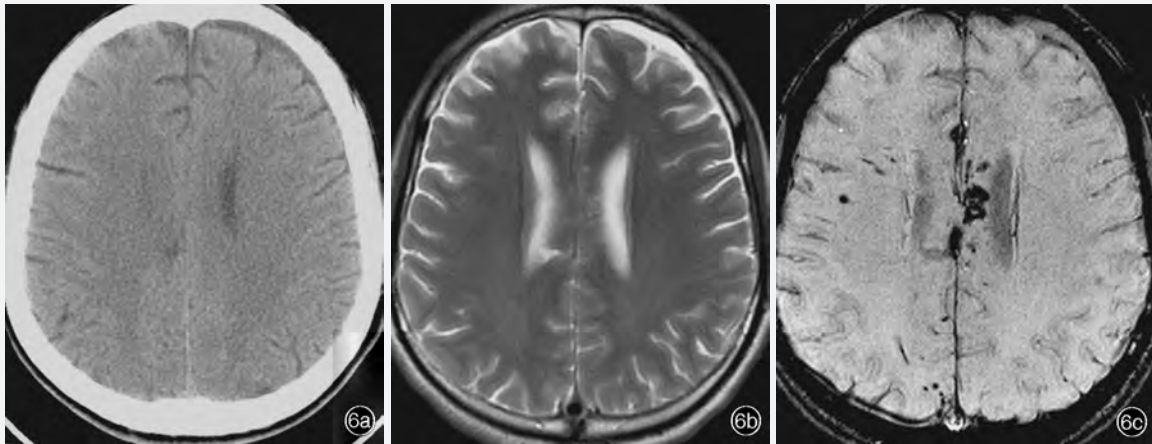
弥漫性轴索损伤患者头部影像学检查所见 6a CT平扫显示胼胝体点状低密度影 6b T₂WI扫描显示胼胝体点状高信号影 6c SWI扫描显示胼胝体与右侧额叶多发点片状出血灶,呈明显低信号影
